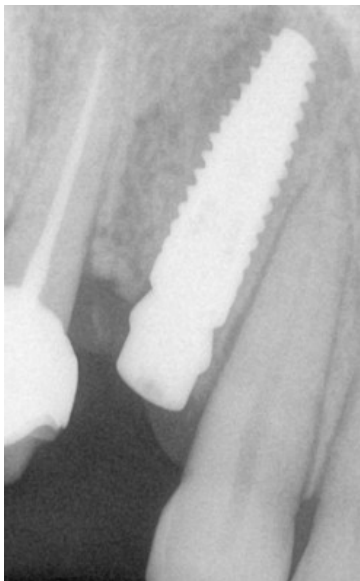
Raio X periapical do implante 14
